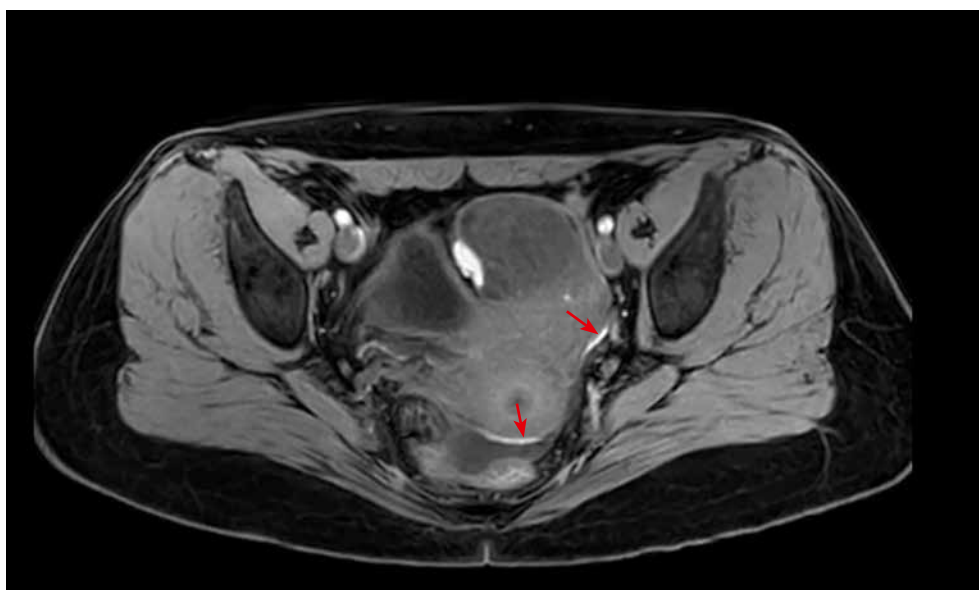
Пациентка Д., болевой синдром 7 по шкале ВАШ, при контрольном осмотре 3 по шкале ВАШ. На представленных МР-томограммах T1-FS-ВИ визуализируются МР-признаки эндометриоза стенок тазовой брюшины, МР-сигнал от них повышен на T1-FS-ВИ за счет геморрагических включений (красные стрелки)
